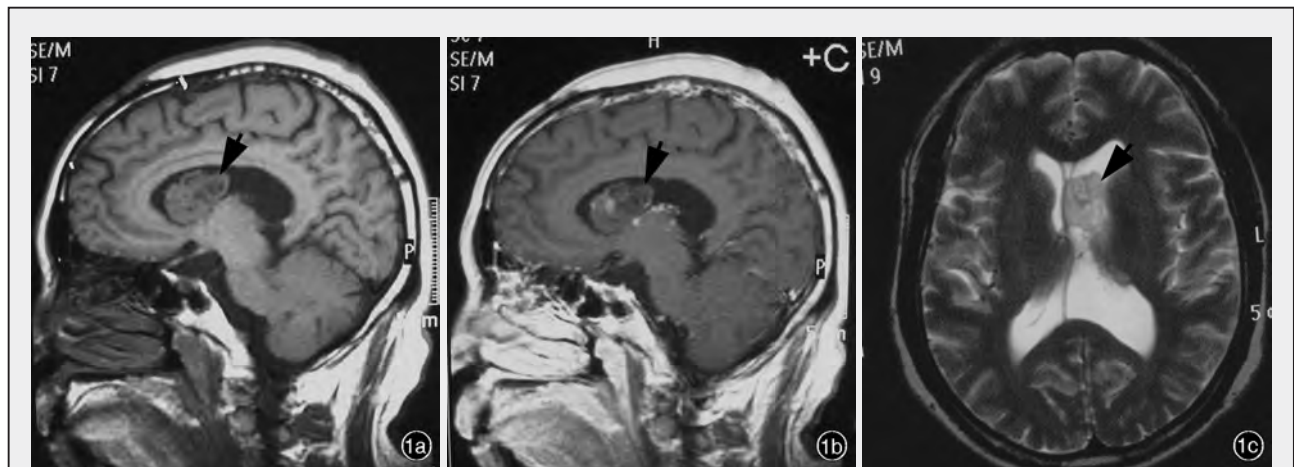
头部 MRI 检查所见 1a 矢状位 T₁WI 显示左侧侧脑室内占位性病变(箭头所示) 1b 矢状位 T₁WI 增强扫描显示肿瘤组织呈灶状强化(箭头所示) 1c 横断面 T₂WI 显示左侧侧脑室扩张、积水(箭头所示)
